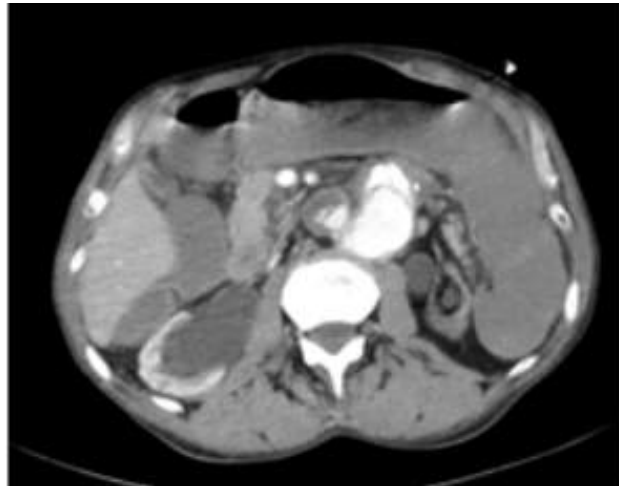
IV kontrastlı Abdomen BT de hastanın AEF görünümü
